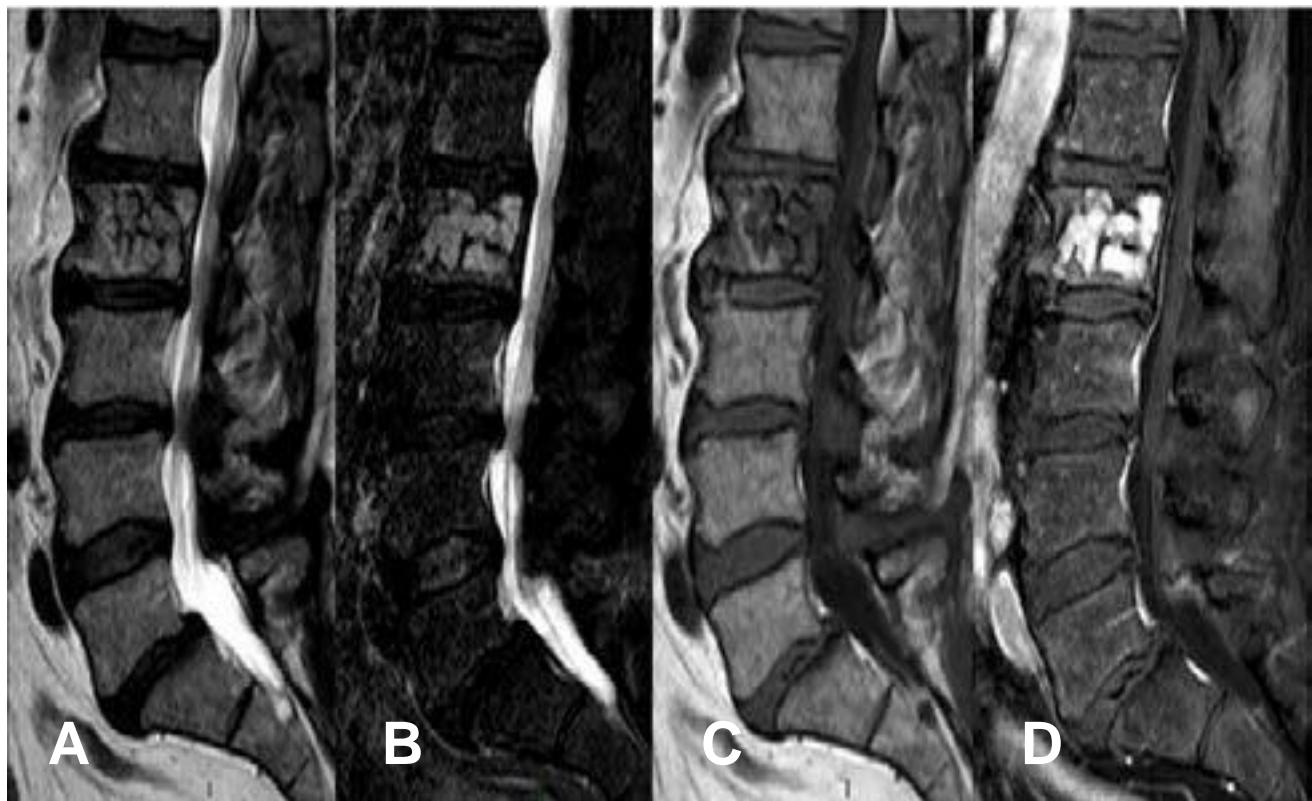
Sequências de ressonância magnética do plasmocitoma ósseo. (A) RM sequência T2 (B) RM T2 STIR (C) RM T1 (D) RM T1 pós gadolíneo com supressão de gordura evidenciando os mesmos achados anteriormente descritos na figura 1.
